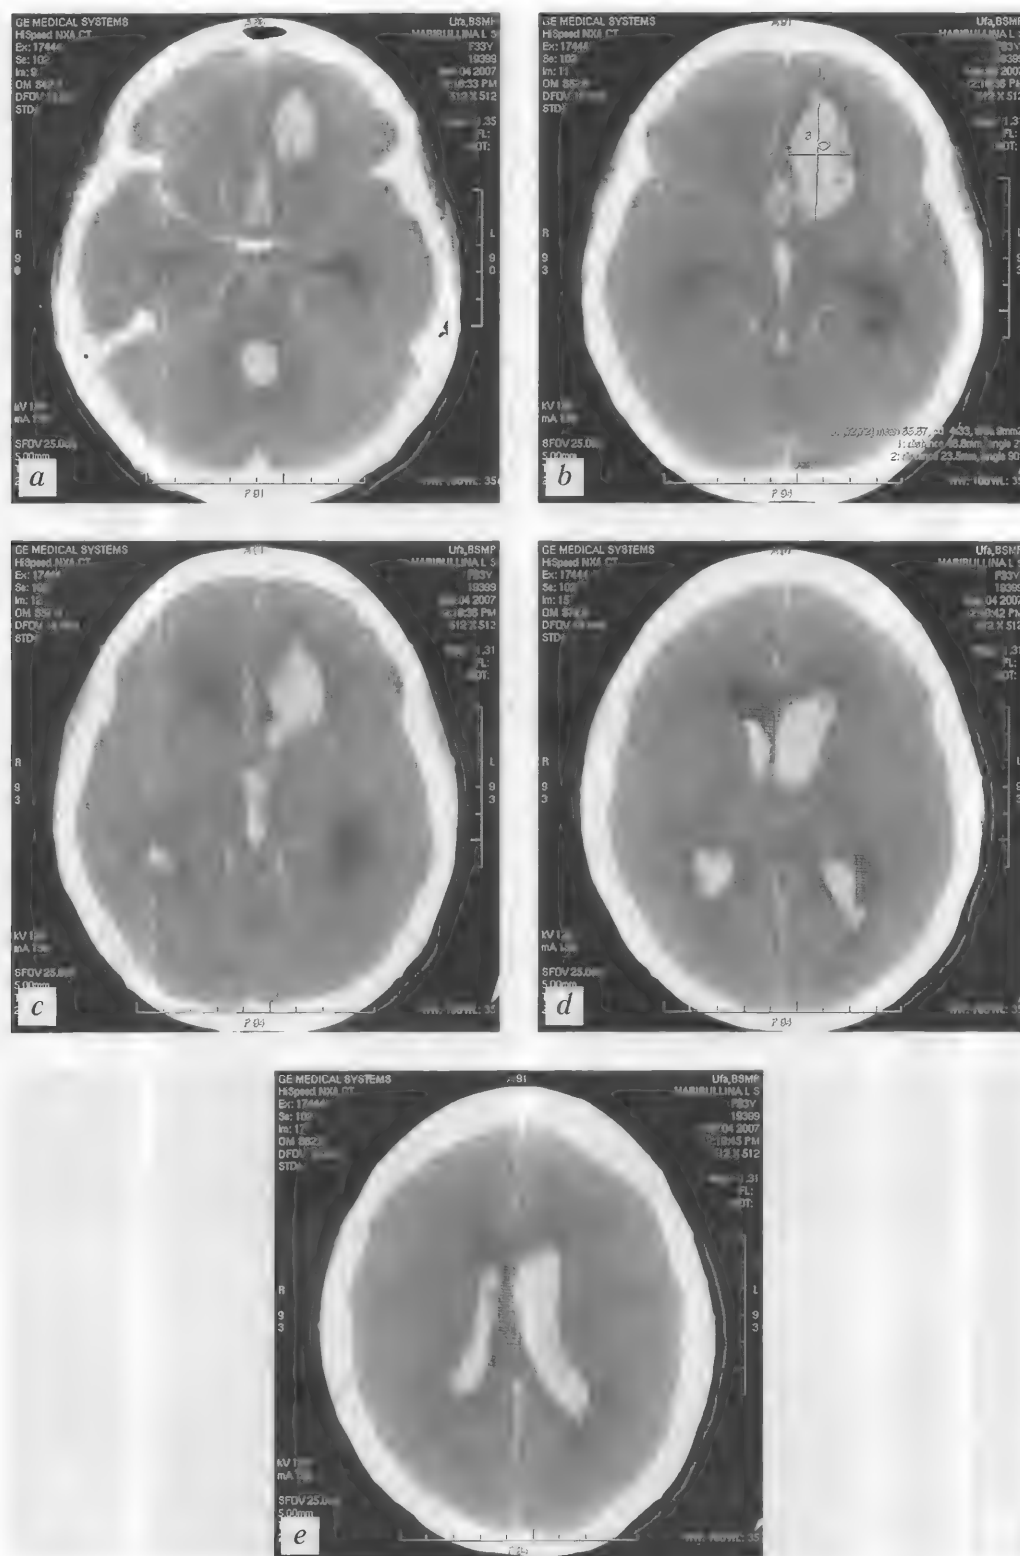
Больной Х., 33 года. Аневризма передней соединительной артерии. Повторное субарахноидально-вентрикулярное кровоизлияние на 14-е сутки. КТ (неконтрастная) — а–е
